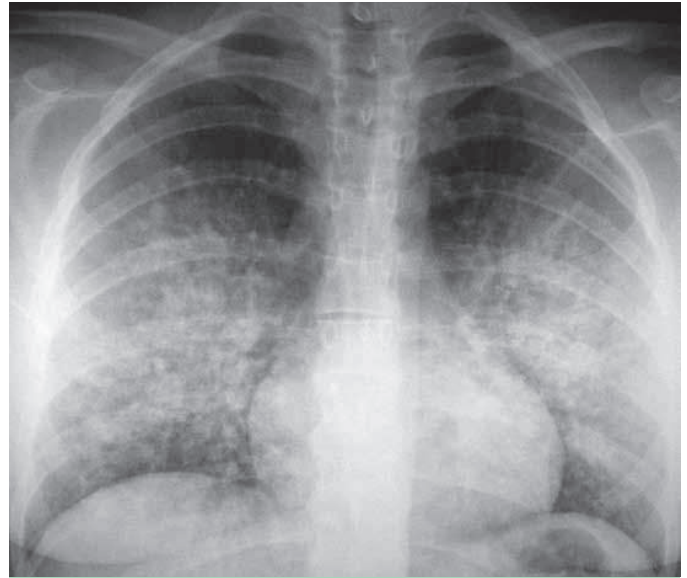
Röntgenaufnahme einer Lunge mit Goodpasture-Syndrom und einer Blutung in den Lungenbläschen. Es werden unscharfe, beidseitige Trübungen beobachtet.
